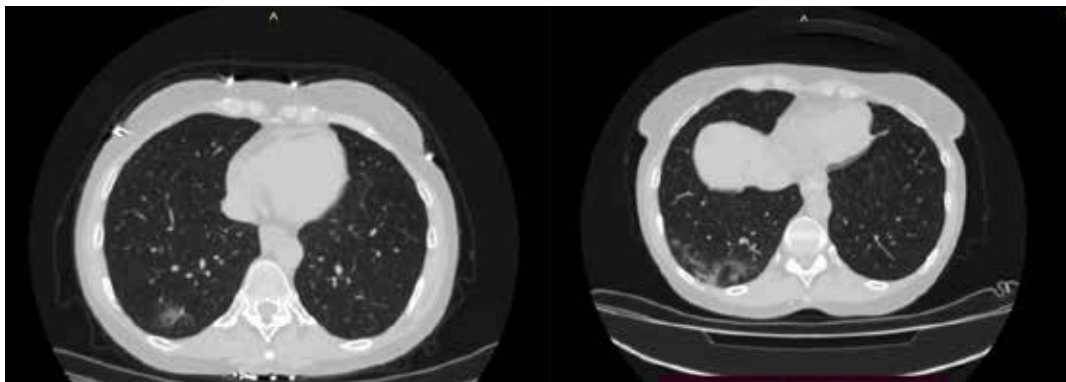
Рентгеновская компьютерная томография органов грудной клетки на 9 день болезни: определяются двусторонние полисегментарные интерстициальные изменения по типу «матового стекла»
